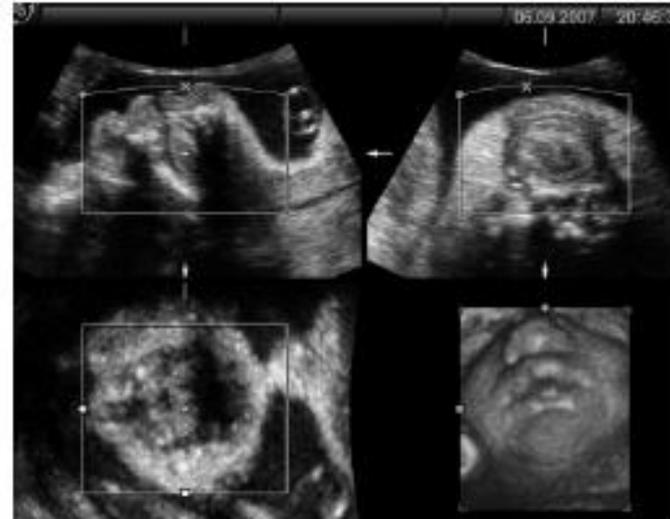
Multiplanar ultrasound images showing the optimum mid-sagittal plane used for initial volume acquisition, with a sweep angle of 50°–70°. The volume sweep was performed from one side of the face to the other. A hypoechogenic crescent of fluid can be seen separating the tongue and the palate. The head is slightly deflexed, requiring an oblique angle of insonation for the palate.
